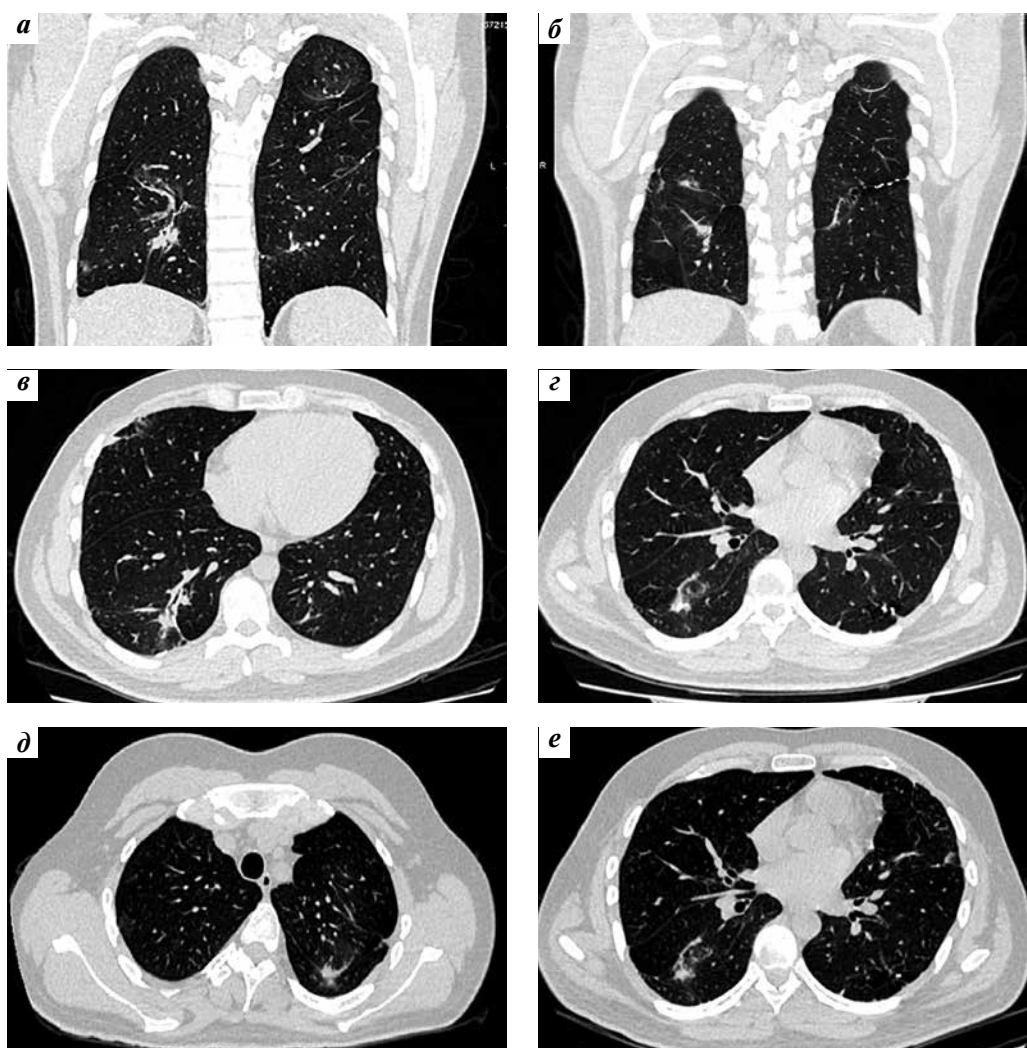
Мультиспиральные компьютерные томограммы органов грудной клетки (апрель 2017 г.) пациента С. во фронтальных (а, б) и аксиальных срезах (в – е): а, б – коронарный срез: признаки грубых фиброзных изменений в легких с кальцинациями; зоны уплотнения по типу «матового стекла» в верхней доле слева и средней доле справа; уменьшение объема правого легкого; в, г, д, е – аксиальный срез: зоны уплотнения по типу «матового стекла» в базальных отделах справа и средних отделах с обеих сторон; фиброзные изменения по ходу межальвеолярной плевры, в большей степени справа, крупных и средних бронхов с кальцинациями; послеоперационный ателектаз правого легкого
